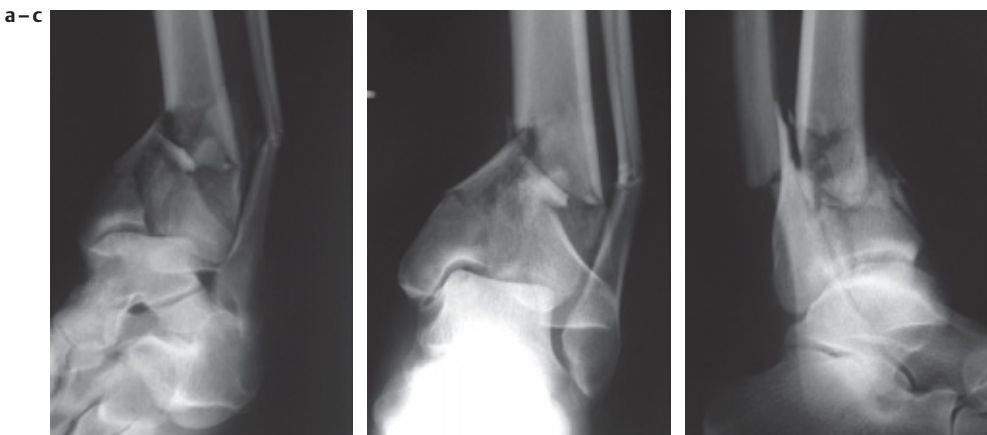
64-jähriger Mann nach Sturz aus einem Baum. Standardröntgenaufnahmen des oberen Sprunggelenkes in drei Ebenen: (a) a.-p. (b) a.-p. mit 15° Innenrotation (c) seitlich.
